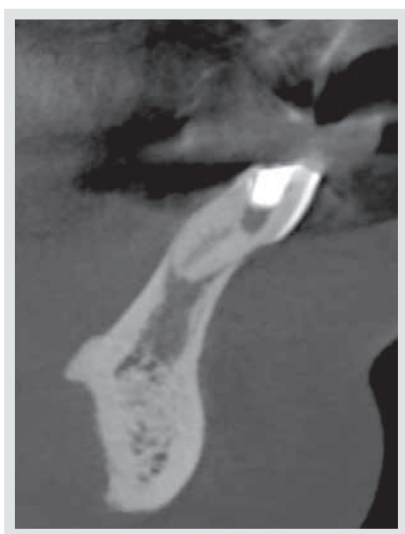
Tomografía axial computarizada, plano sagital de Pieza 41.
